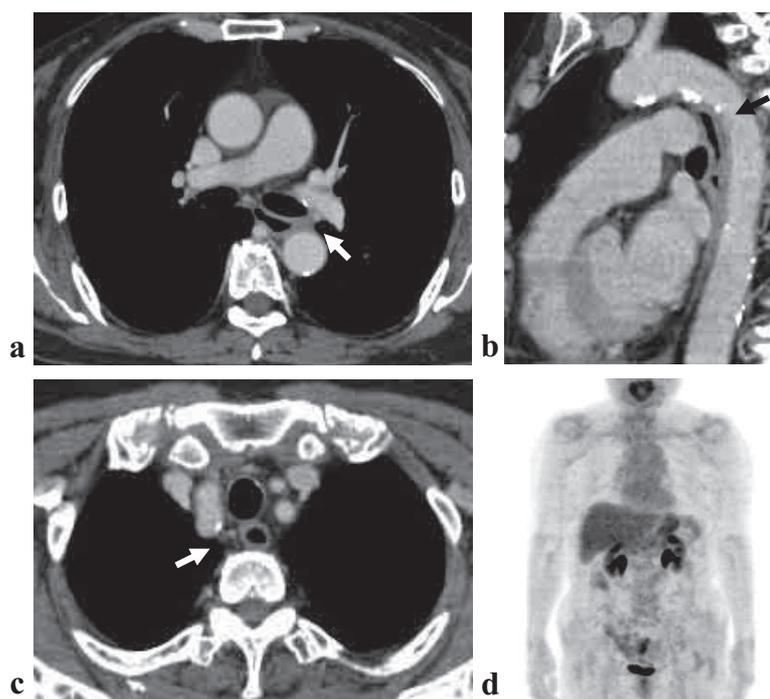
化学療法後CT, PET-CT 所見.
